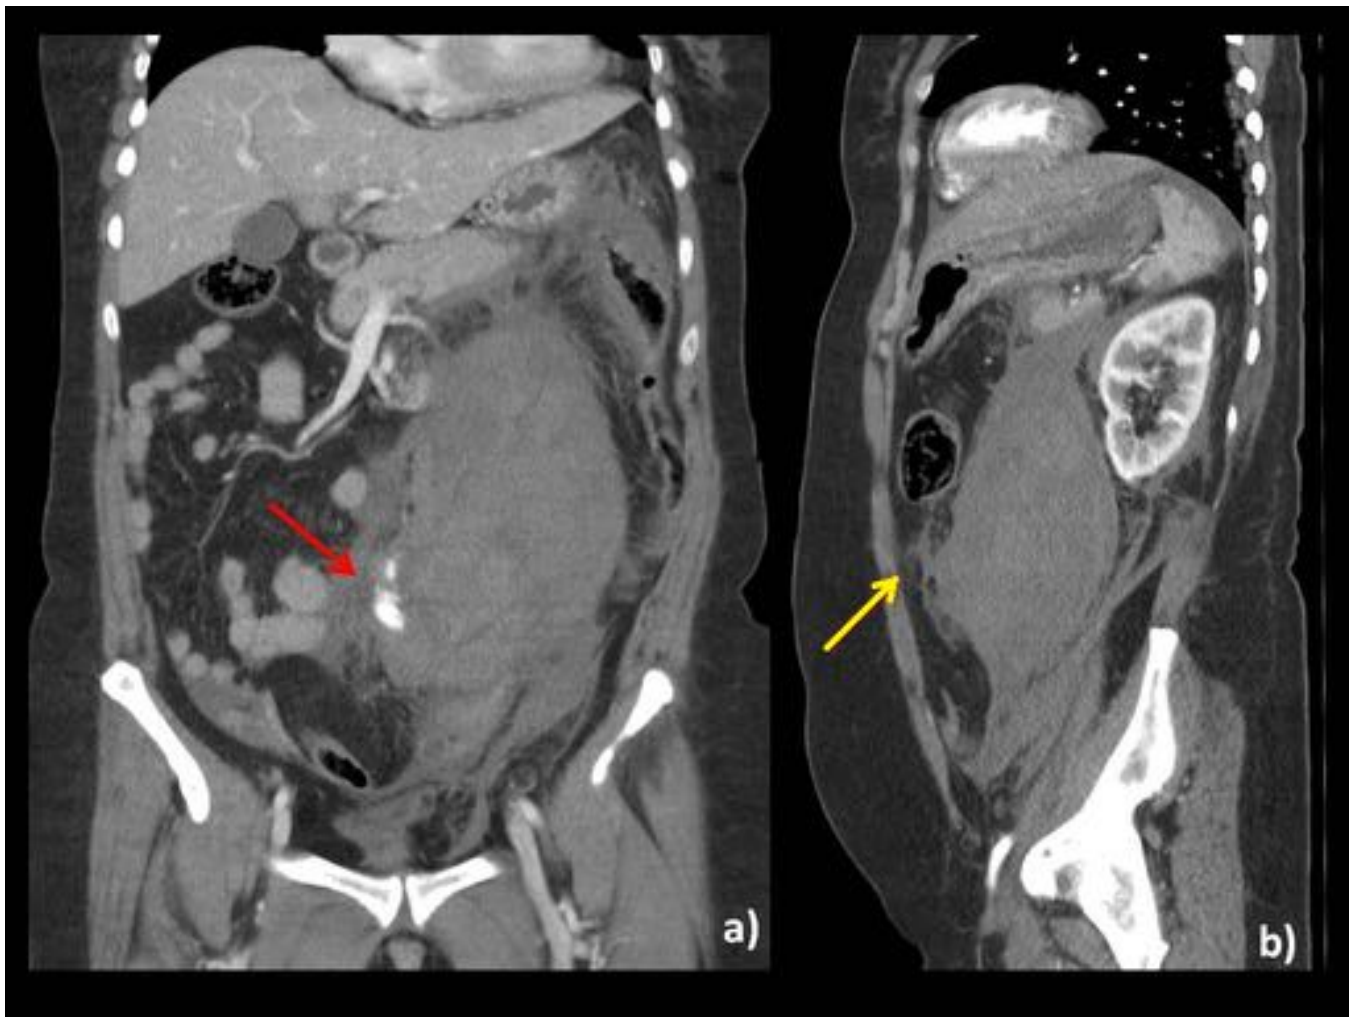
TC abdominopélvico con contraste iv, fase portal del paciente anterior. b) corte sagital se visualiza hematoma(flecha amarilla) y a) se visualiza además el extravasado sanguíneo.
